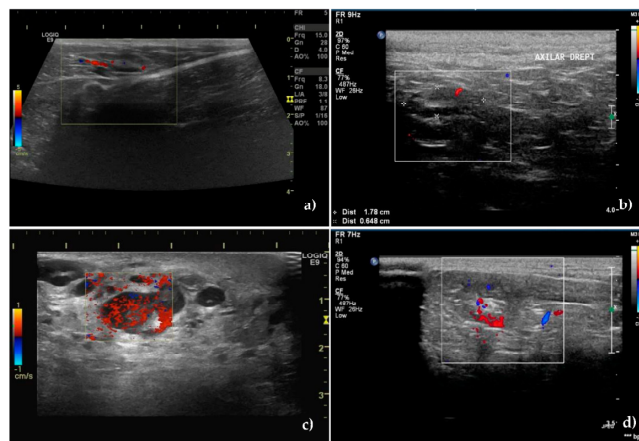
Vessels location and distribution assessed by Color Doppler ultrasound. (a) Central, hilar vessels of unaffected superficial inguinal sentinel lymph node and (b) unaffected axillary sentinel lymph node. (c) Presence of neovascularisation with an abnormal, hilar, and peripheral distribution of vessels in a metastatic superficial inguinal sentinel lymph node. (d) Mixed hilar and peripheral pattern with the parenchymal subcapsular location of vessels in a metastatic axillary sentinel lymph node.
